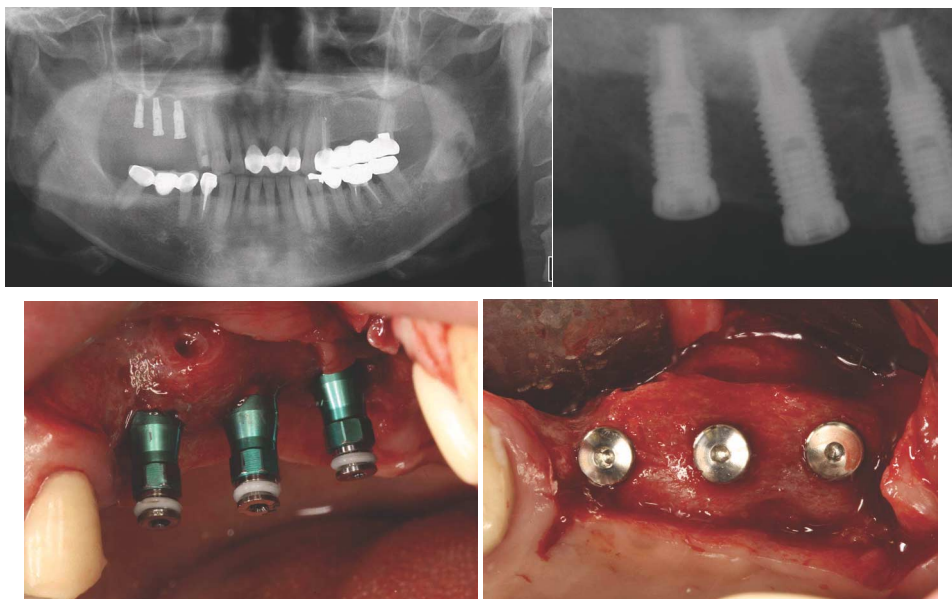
Panoramic, periapical view and intraoral view after implant placement.
